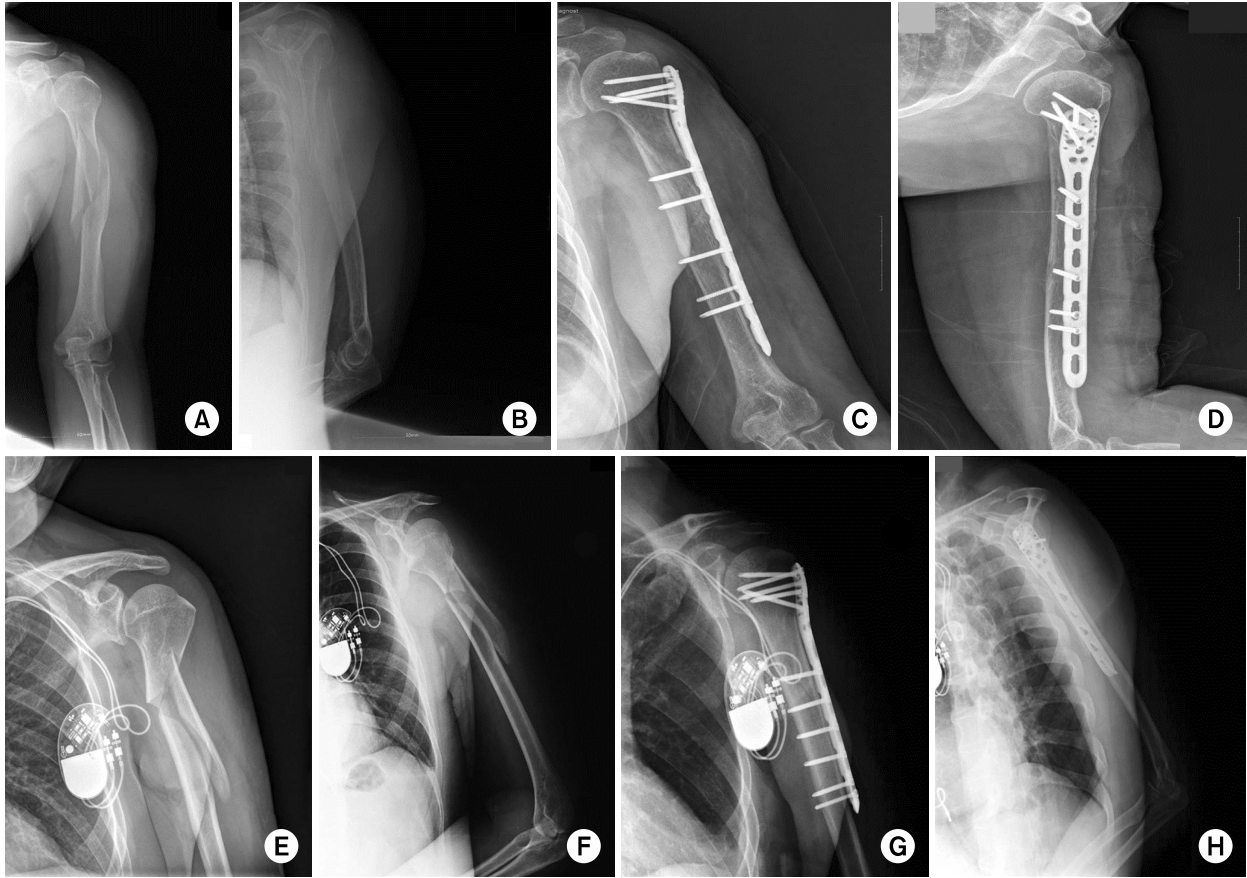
(A, B) Preoperative radiographs of 63-year-old woman with comminuted meta-diaphyseal fracture of humerus. Note the long spiral and displacement of the fracture fragments.
